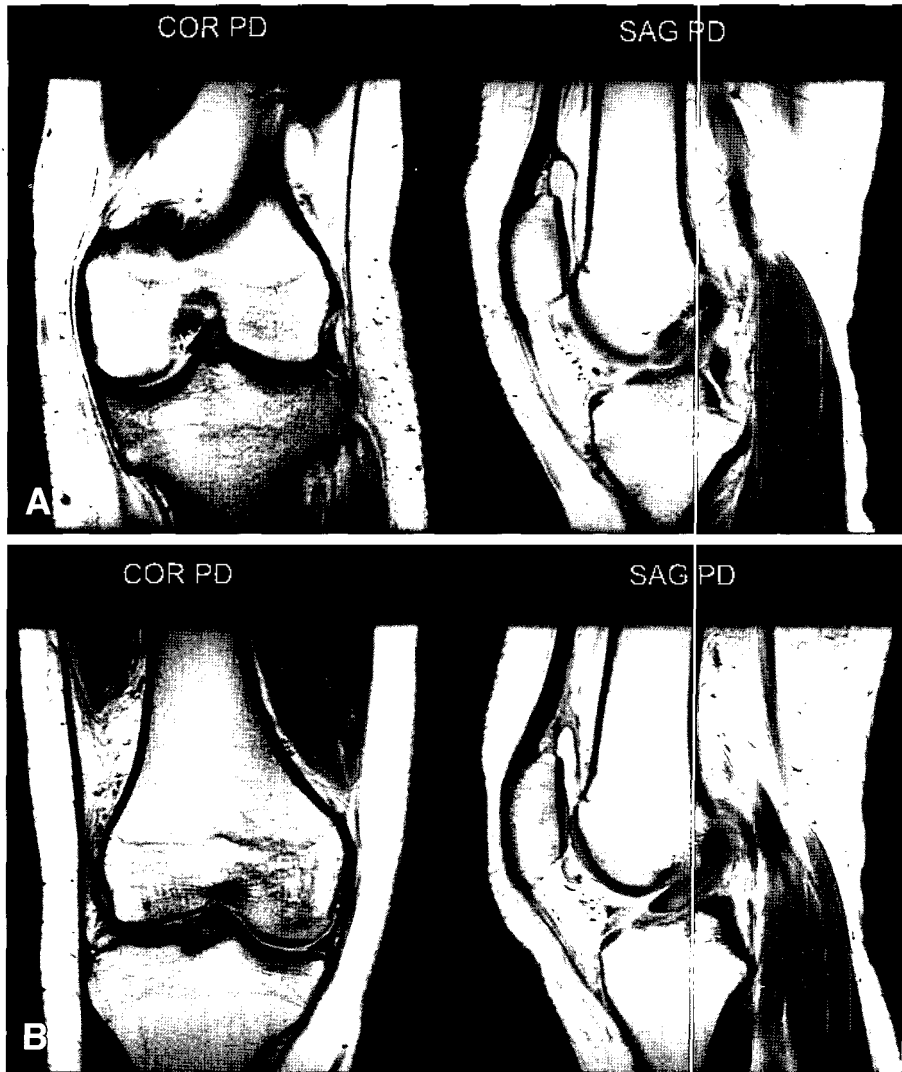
(A) Right knee MRI shows slightly swollen and interruption of continuity at tibial attachment of the ACL. (B) Left knee MRI shows linear high signal intensity at the end of tibial insertion of the ACL.
